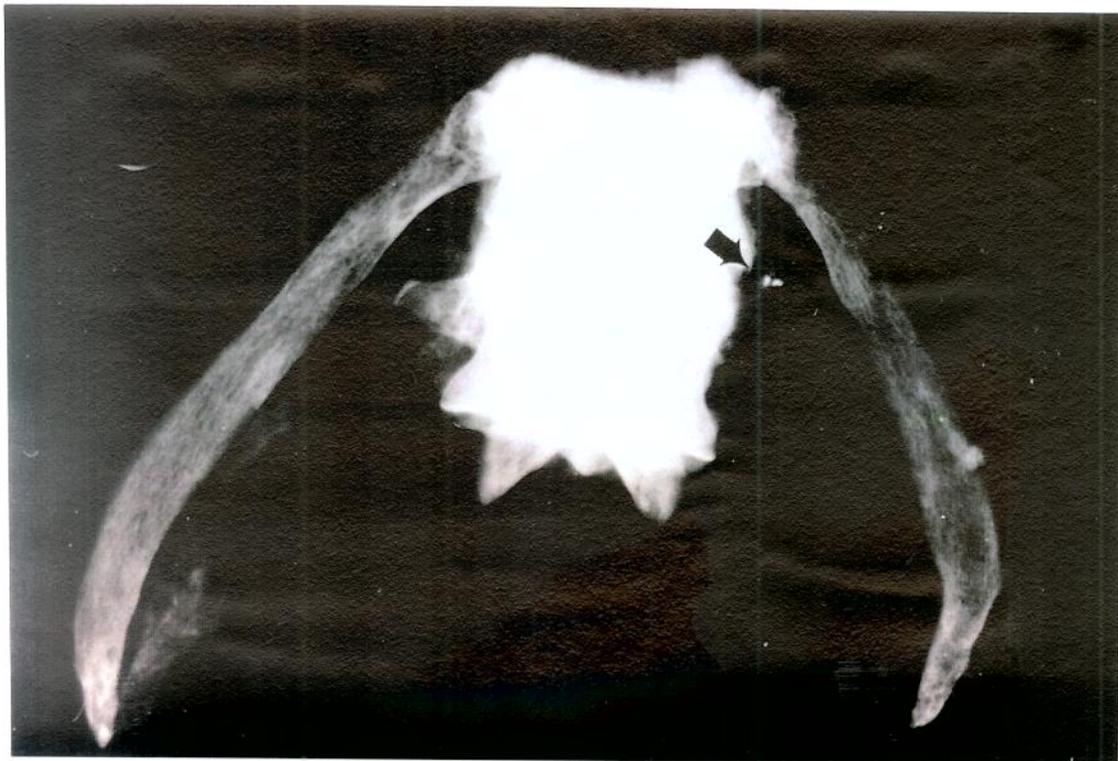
Radiografia com fragmentos metálicos na região da primeira vértebra lombar - seta.
